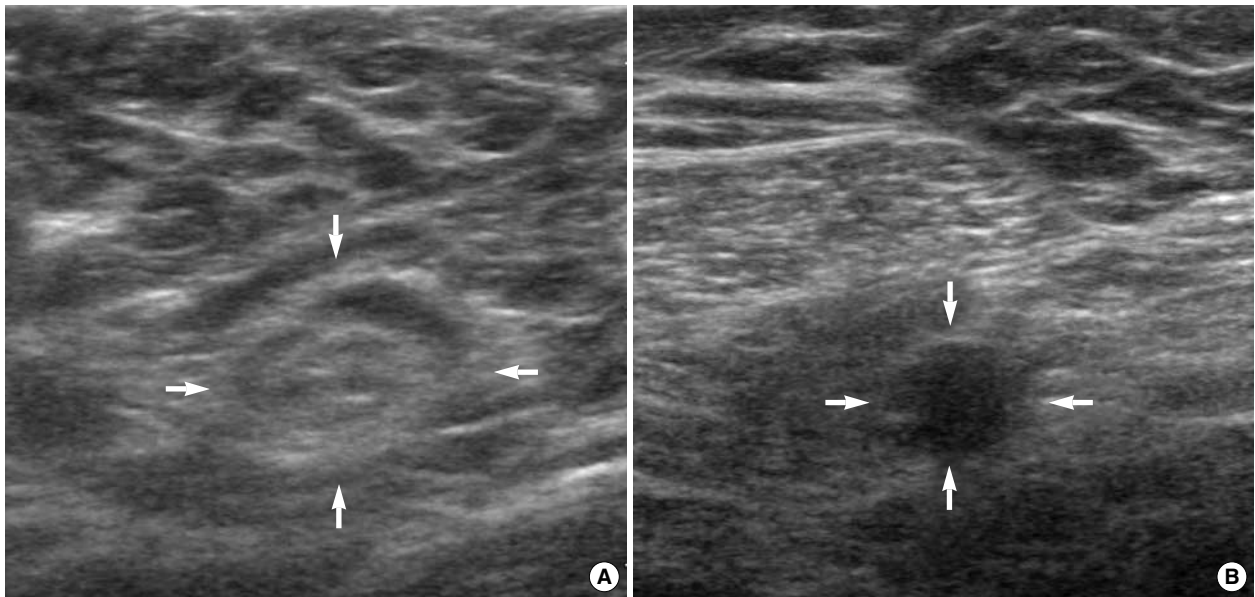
The ultrasonographic findings of axillary lymph node. (A) The reactive lymph node has shown a oval shape, smooth contour, hyperechoic central hilum (arrows). (B) The malignant lymph node has shown a round shape, hypoechoic echogenicity and loss of hyperechoic central hilum (arrows).
